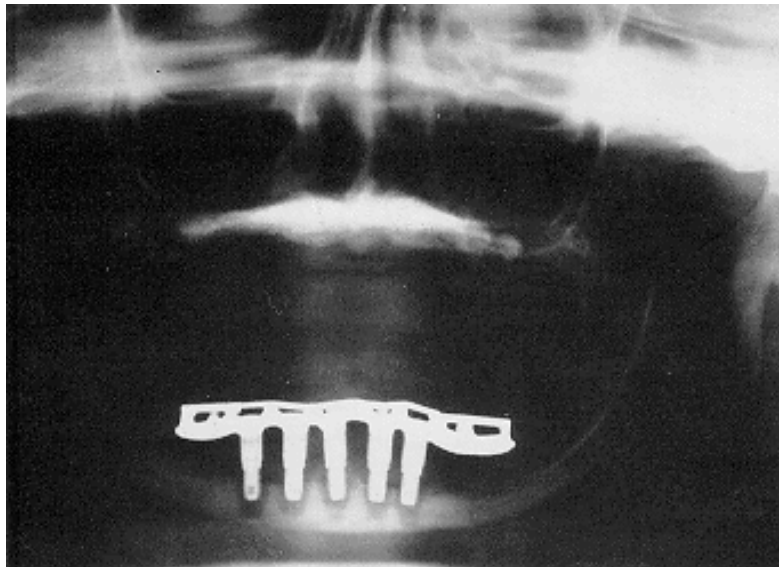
Radiographie panoramique montrant l'ostéolyse diffuse autour des 5 implants, 4 mois après l'instauration du traitement par BPs, d'après Starck et Eper (2)
